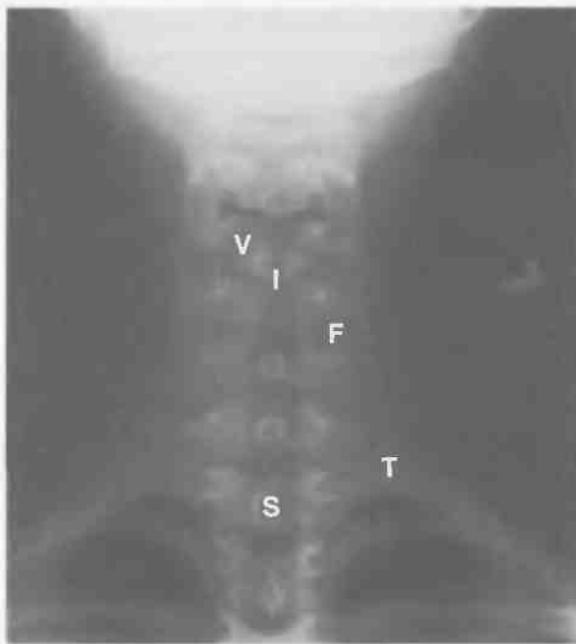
Рентгенограмма шейного отдела позвоночника в переднезадней проекции.
